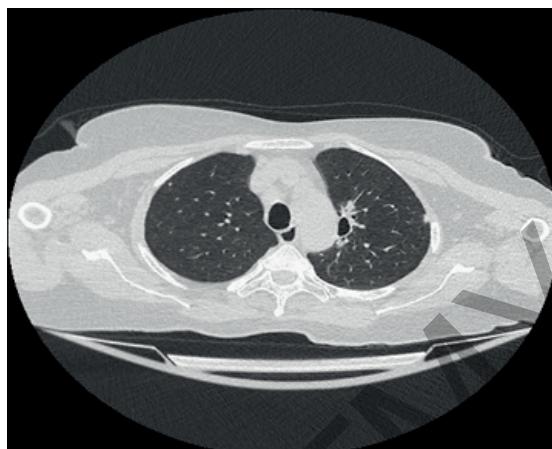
Фотография МСКТ исследования средостения: спонтанная эмфизема средостения
